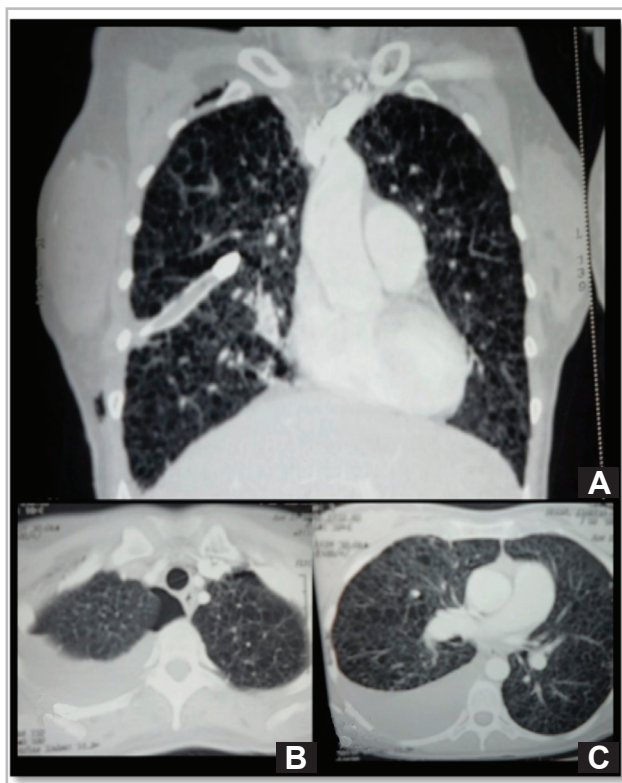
A: TC de tórax evidenciando múltiples quistes pulmonares y patrón reticular fino. B, C: quistes pulmonares, patrón intersticial bilateral con derrame pleural y neumotórax derecho.
